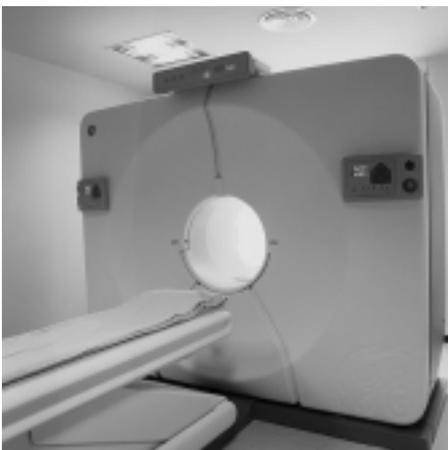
Tomógrafo PET (Gentileza General Electric)
